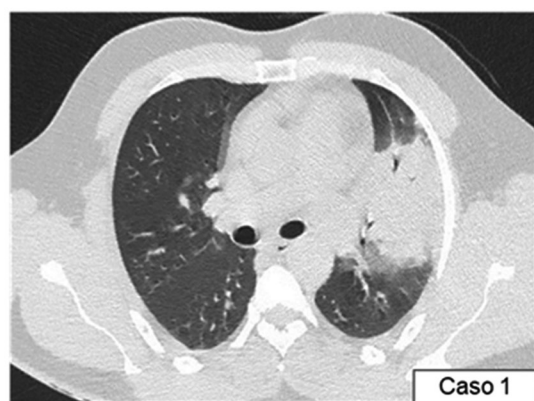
TAC de tórax al ingreso en Servicio de Urgencia de los casos reportados
